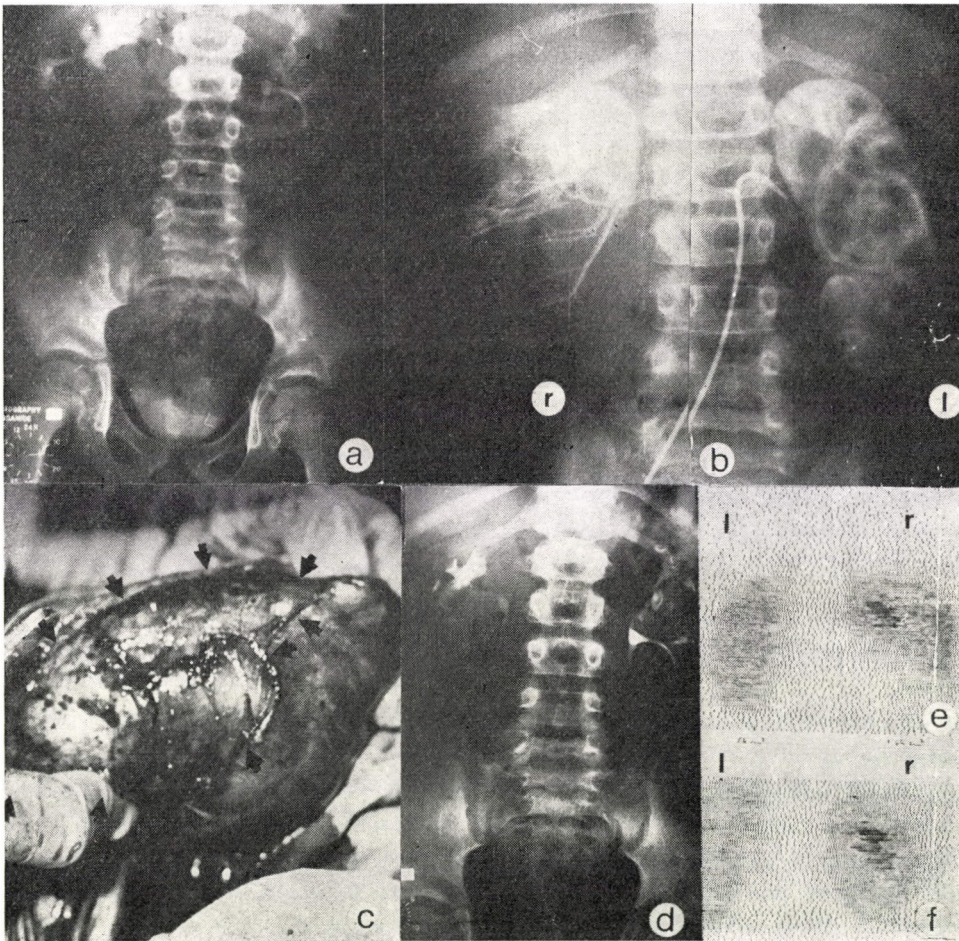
(a) I.v. urogram prior to surgery, (b) renal angiogram, (c) operative findings: arrows indicate the two large cysts in the right kidney, (d) I.v. urogram one year after surgery, (e) renal scintigram prior to surgery (f) renal scintigram one year after surgery (for further details, see text)
